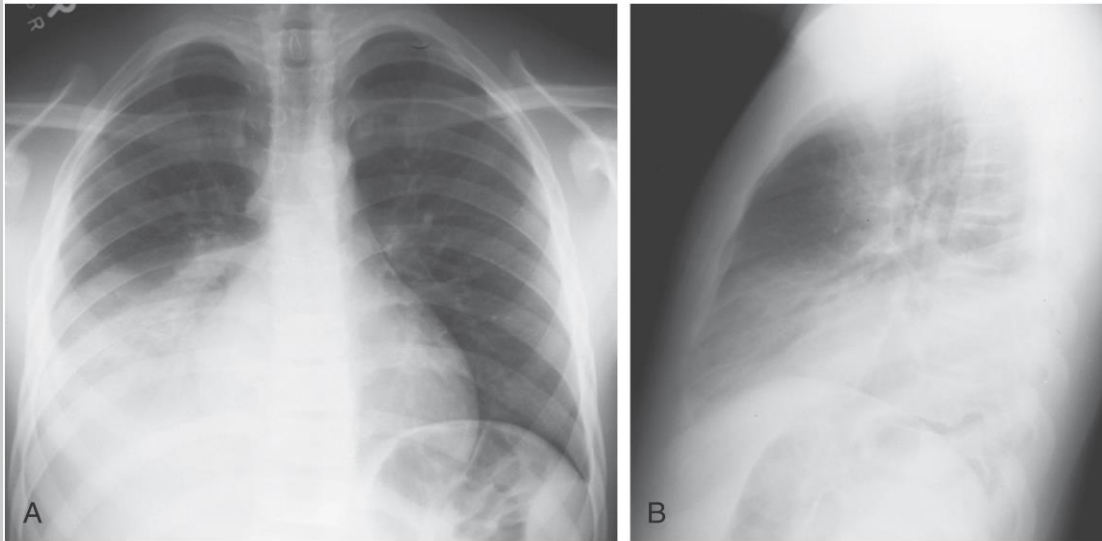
Acute lobar pneumonia of the right lower lobe in a 14-year-old boy with fever and cough. (A) Posteroanterior and (B) lateral chest radiographs demonstrate right-lower-lobe airspace consolidation, which obliterates the silhouette of the right heart border. (From Kelly MS, Sandora
